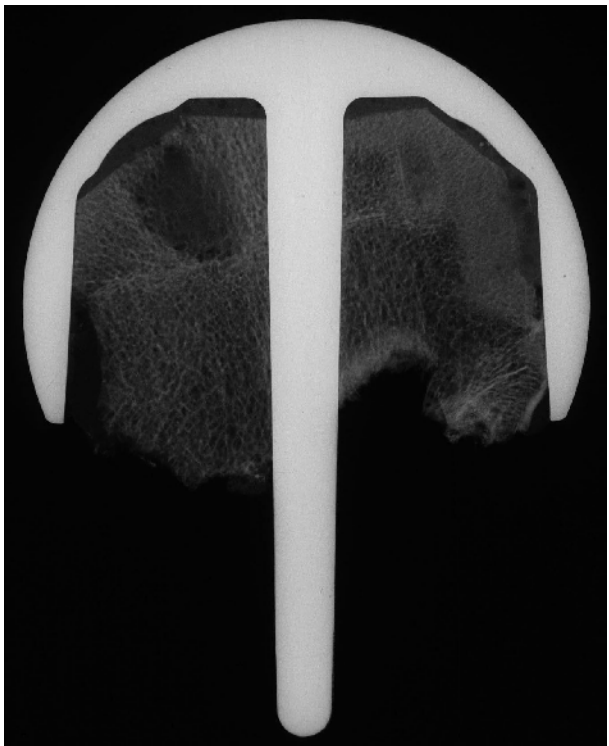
Kontaktradiographie 21/20
